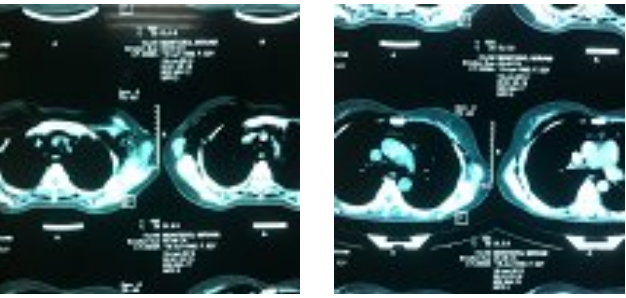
Tomografía de cuello en 2 posiciones, en donde se observa la presencia de enfisema subcutáneo.
